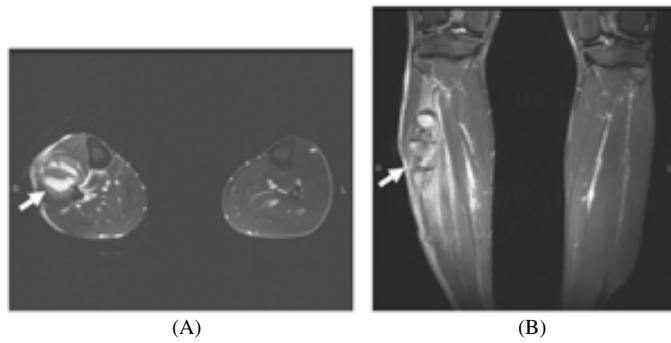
Magnetic resonance image of grade III muscle injury. Fat-suppressed T2-weighted axial image (A) shows a hematoma in the lateral compartment of the right leg with damage to the peroneal muscle group (arrow). Fat-suppressed T2-weighted coronal image (B) shows the presence of the hematoma and the architectural distortion of the muscle fibers (arrow).
